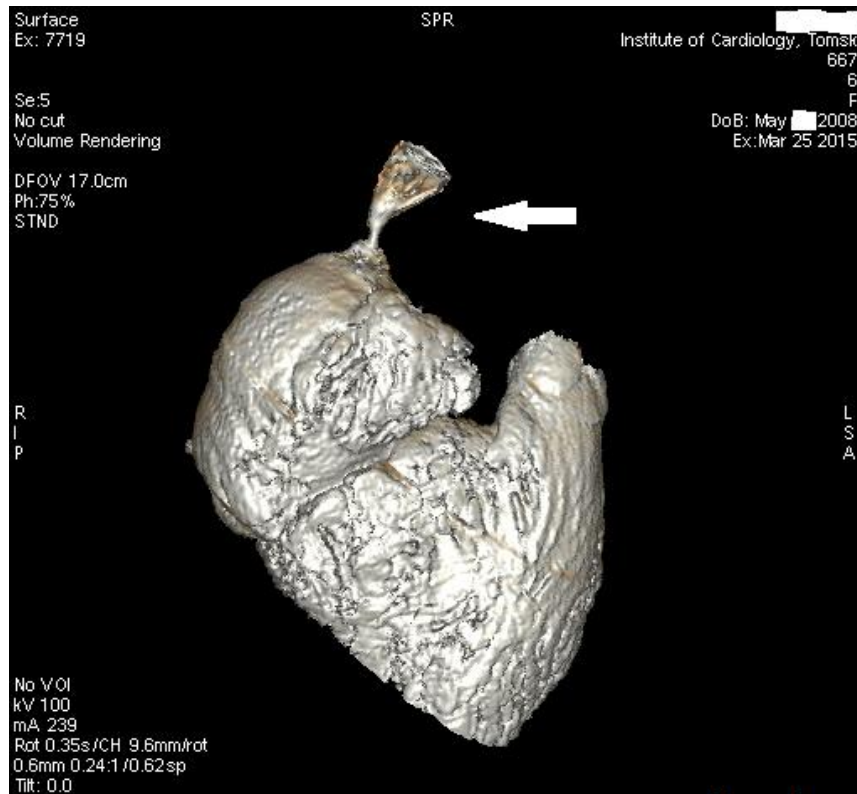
Пациентка Х., МСКТ-ангиография.
